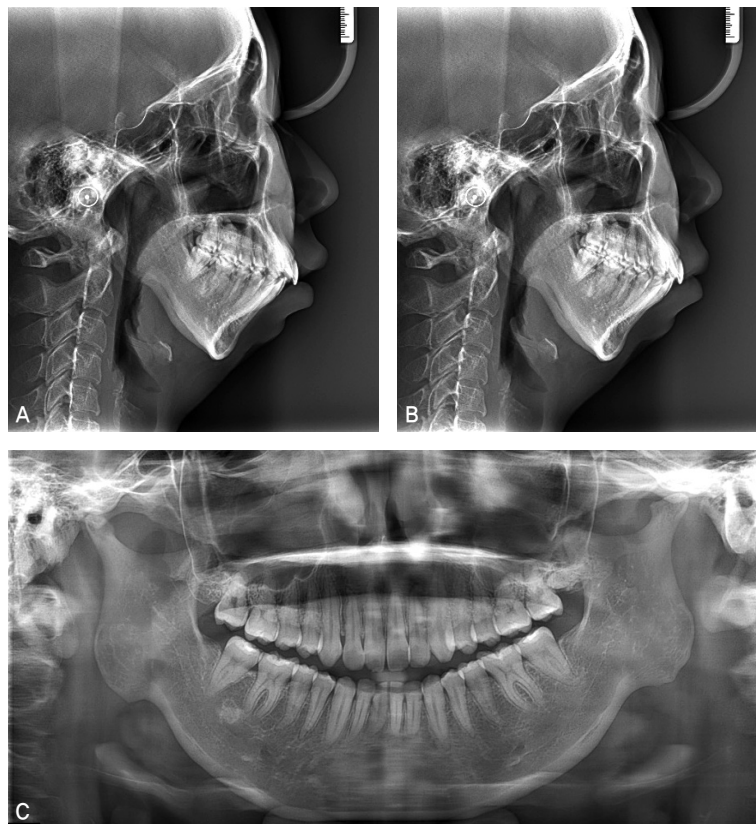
Pretreatment lateral cephalograms in the rest (A) and lip closed positions (B), and a panoramic radiograph (C).
